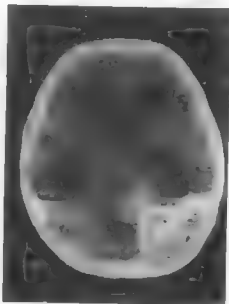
男10岁，右枕部软骨肉瘤CT扫描：可见枕骨骨质破坏和新生骨共存所致混杂密度影像，向颅内突入
